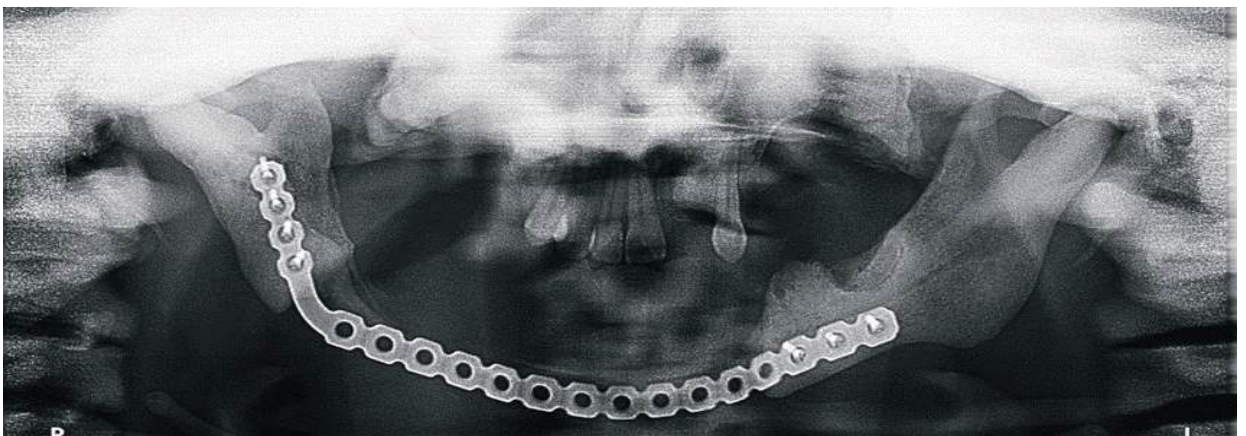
Ortopantomografía postquirúrgica.
